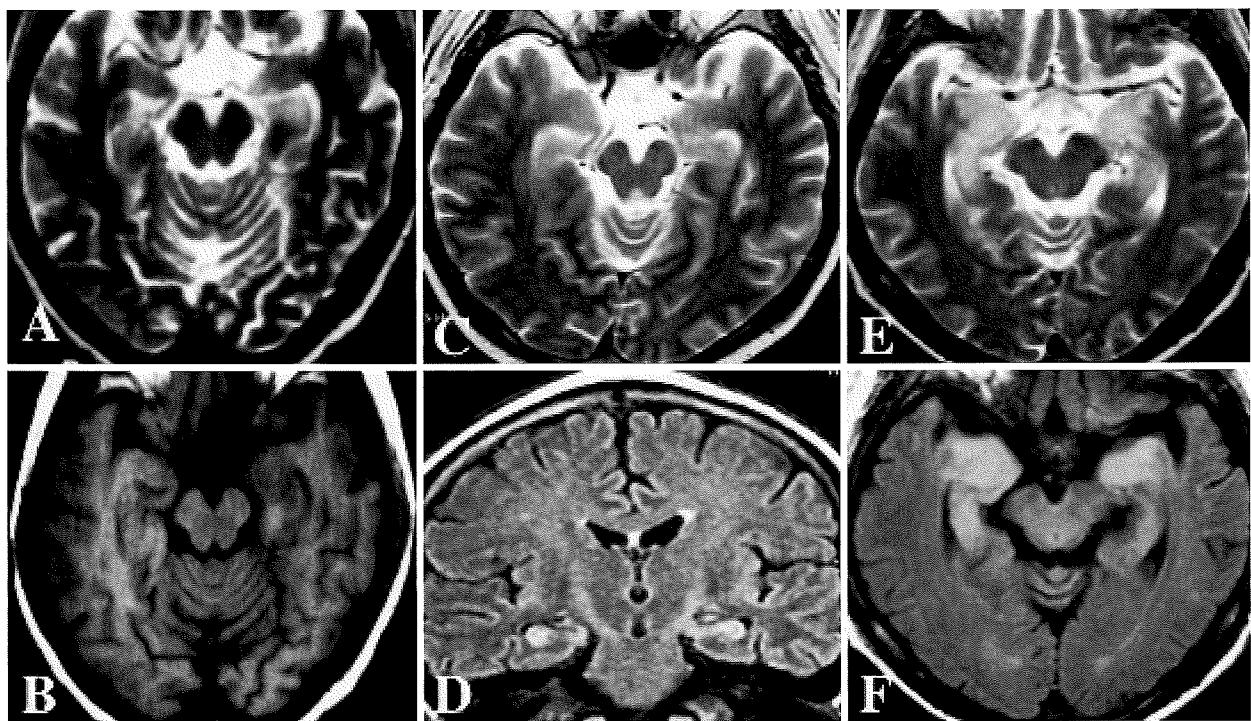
MRI of Case 1 on day 35 reveals hyperintense lesions in bilateral hippocampi on axial T2-weighted imaging (A), but T1-weighted imaging shows slightly hypointense lesions in the hippocampus without enhancement lesions (B). MRI of Case 2 on day 34 reveals hyperintense lesions in bilateral hippocampi on axial T2-weighted (C) and coronal FLAIR (D) imaging. MRI of Case 3 on day 32 revealed hyperintense lesions in bilateral hippocampi on axial T2-weighted (E) and FLAIR (F) imaging.
